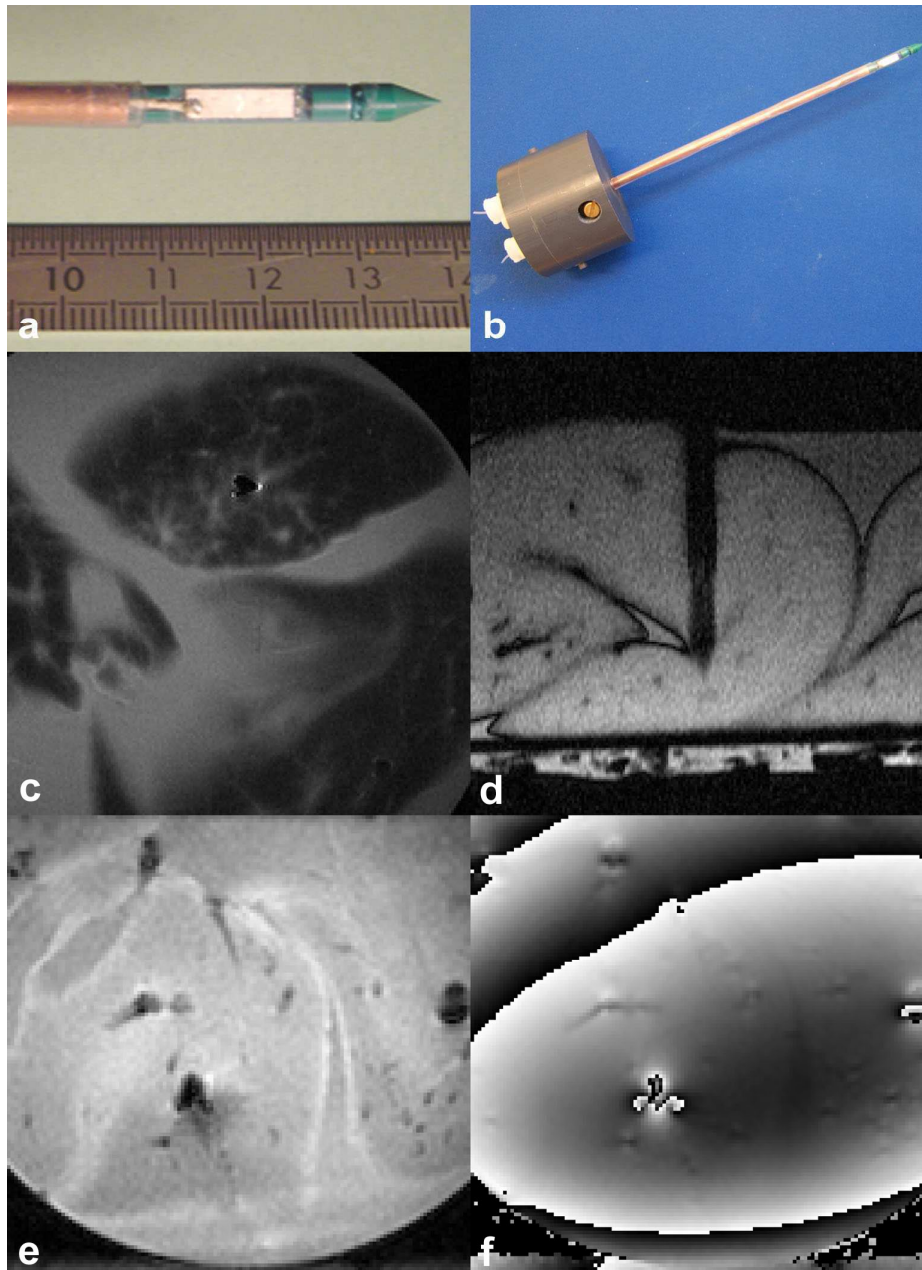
Applicateur ultrasonore IRM compatible US développé pour une insertion percutanée dans le foie. a) photographie de la portion active, montée à la partie terminale d'un segment tubulaire en cuivre et portant le transducteur plan; b). Photographie de l'applicateur complet; c) Expérimentation *ex vivo*. Acquisition T2wTSEe (cf Tableau I) réalisée dans le plan orthogonal médian au transducteur ultrasonore. Champ de vue de 96 mm; d) Expérimentation *ex vivo*. Acquisition en écho de gradient (TFE) avec inversion –récupération ds le plan longitudinal de l'applicateur (cf Tableau I); Champ de vue de 72 mm; e) et f) Acquisition GRE-EPI (cf Tableau I) (magnitude et phase) utilisée pour la thermométrie IRM; Champ de vue de 96mm.
